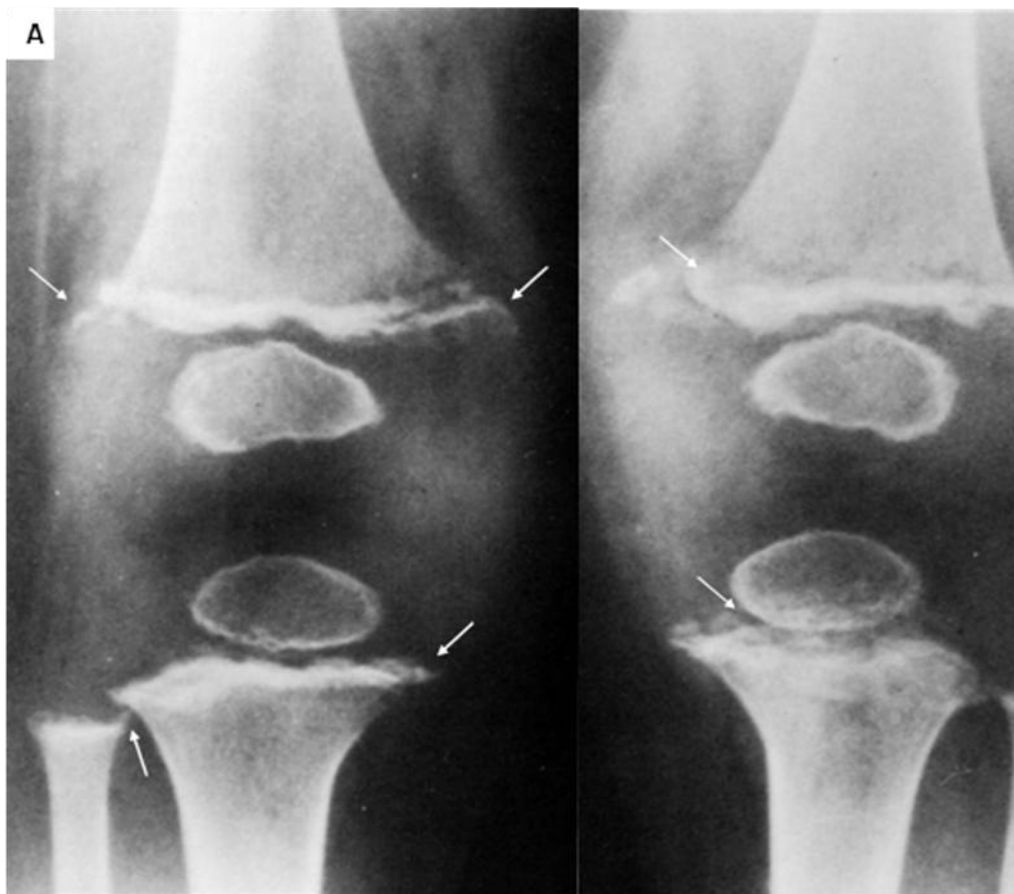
85. A. Radiografía frontal de ambas rodillas de un paciente con escorbuto. Los márgenes óseos muestran “espolones” (flechas). También hay zonas radiolúcidas submetafisiarias en los extremos distales de los fémures (zona de Trummerfeld) y anillo densos en los centros de osificación (signo de Wimberger).
